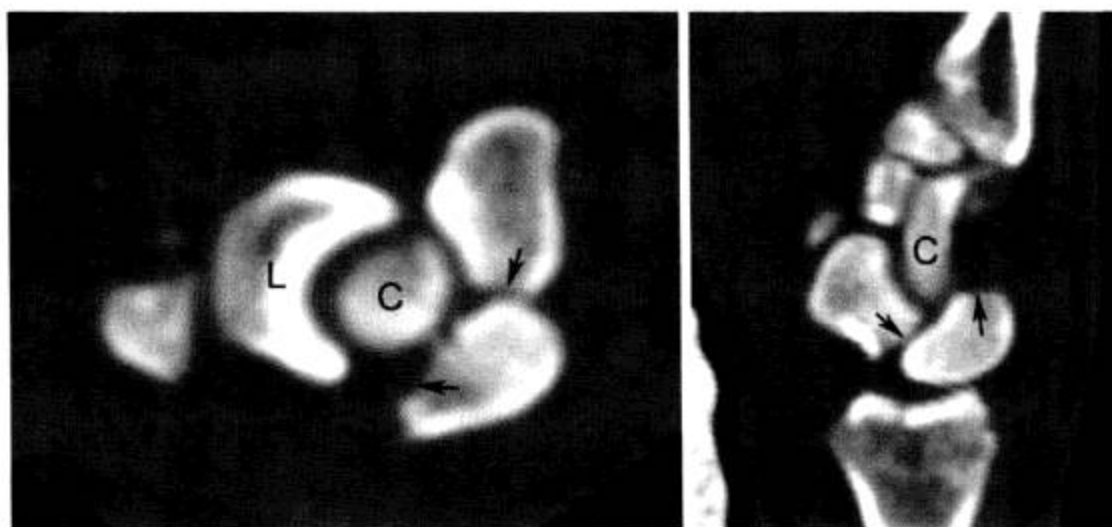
手舟骨骨折伴脱位 (CT 横断面及矢状面重组)
